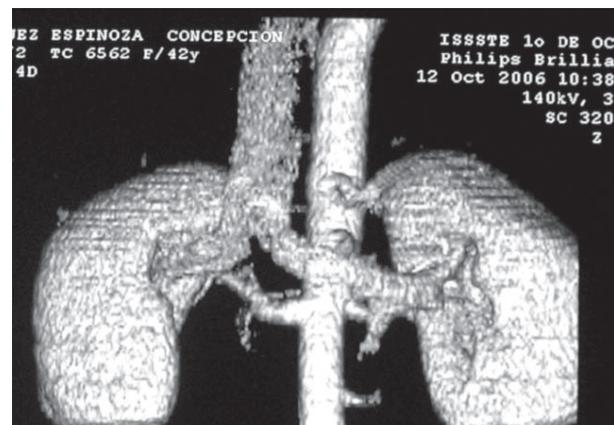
Arteriotomografía.
